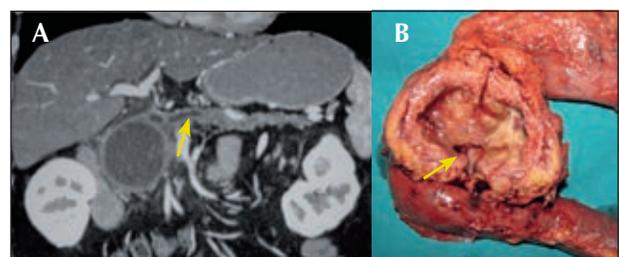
A: tomografía que muestra lesión quística de cabeza de páncreas con un conducto de Wirsung dilatado (flecha). B: espécimen quirúrgico que muestra la cavidad quística y el conducto de Wirsung dilatado. La patología de esta paciente reportó un carcinoma invasor.
